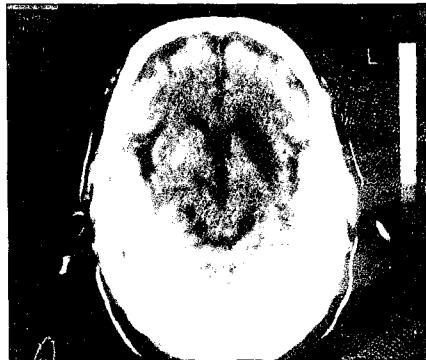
발병 초기의 뇌전산화 단층촬영(기저핵 부위)
